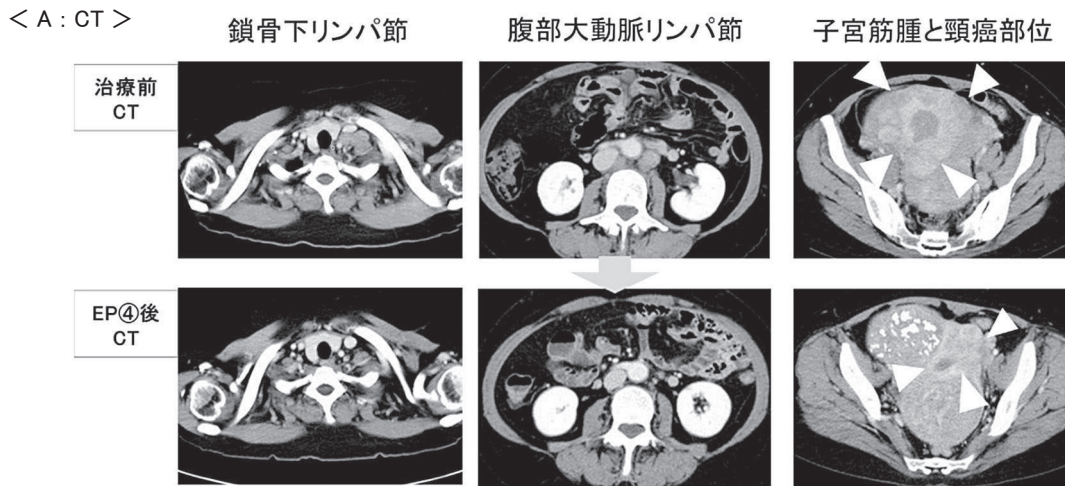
(症例1) 治療経過(胸・腹・骨盤部造影CT・骨盤部造影MRI検査)
